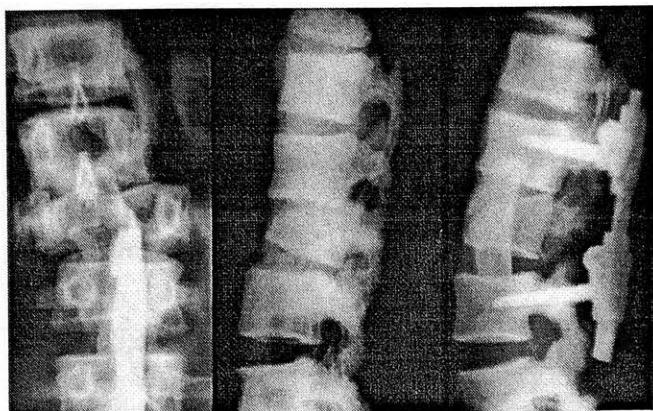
Рентгенограммы позвоночника больного с переломами вицх L1—2 позвонков до и после двухэтапного лечения с применением транспедикулярного фиксатора «Медбиотех».
